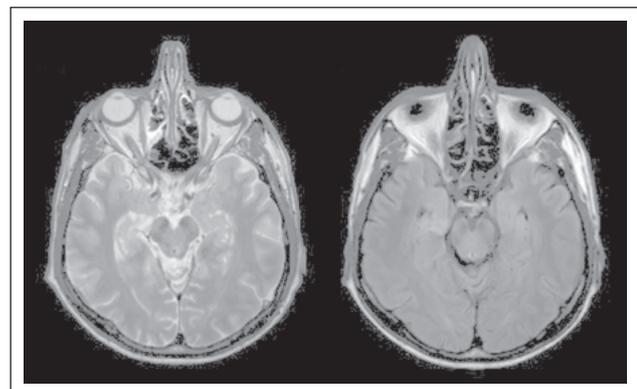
MRI-Befund vom Mai 2010. Rechts signalalterierter Hippokampus, vereinbar mit einer limbischen Enzephalitis. (A) T2-gewichtet, (B) FLAIR-Sequenz.
